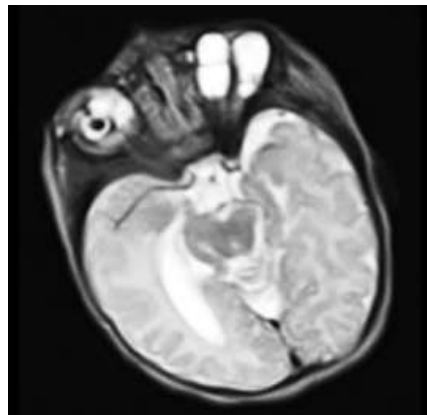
Corte axial Resonancia Magnética Nuclear T2. (Esbozos de lente vesicular rudimentario ubicados en zonas atípicas por conflicto de espacio dentro de la órbita Izquierda. Múltiples imágenes Hiperintensas en T2 de aspecto quístico, adyacentes, de interface de pared definida, libres de elementos en suspensión órbita derecha.)
